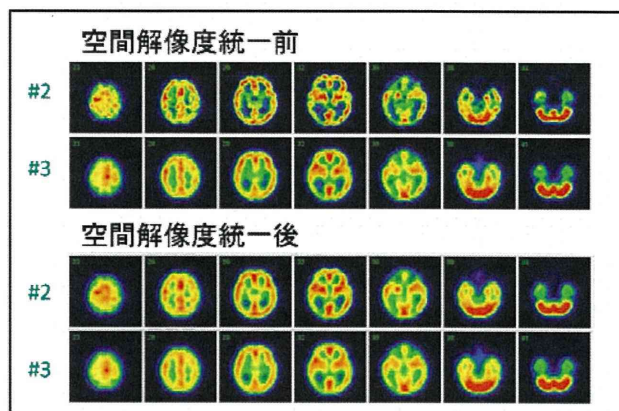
空間解像度を統一する前後のQSPECT再構成画像の代表画像。
